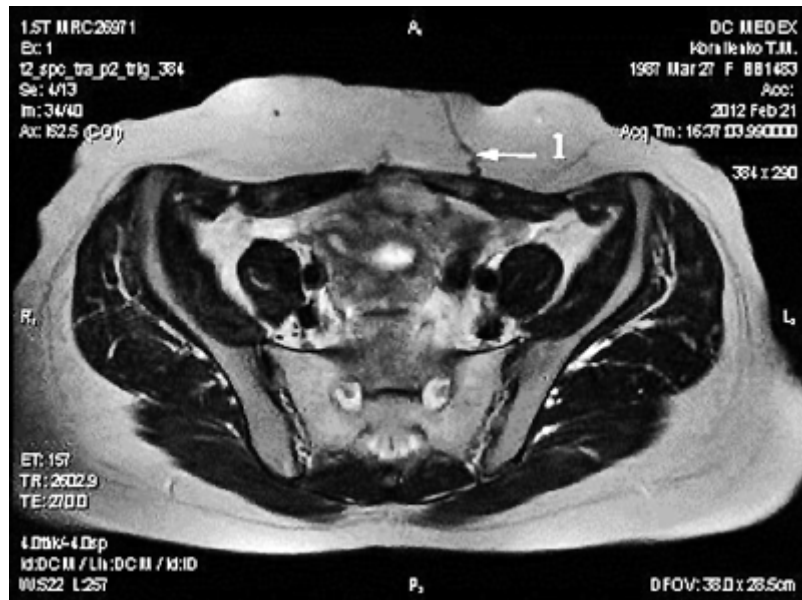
В аксіальній проекції МРТ тулуба демонструє перфорантну судину, що відходить від лівої нижньої надчеревної артерії
